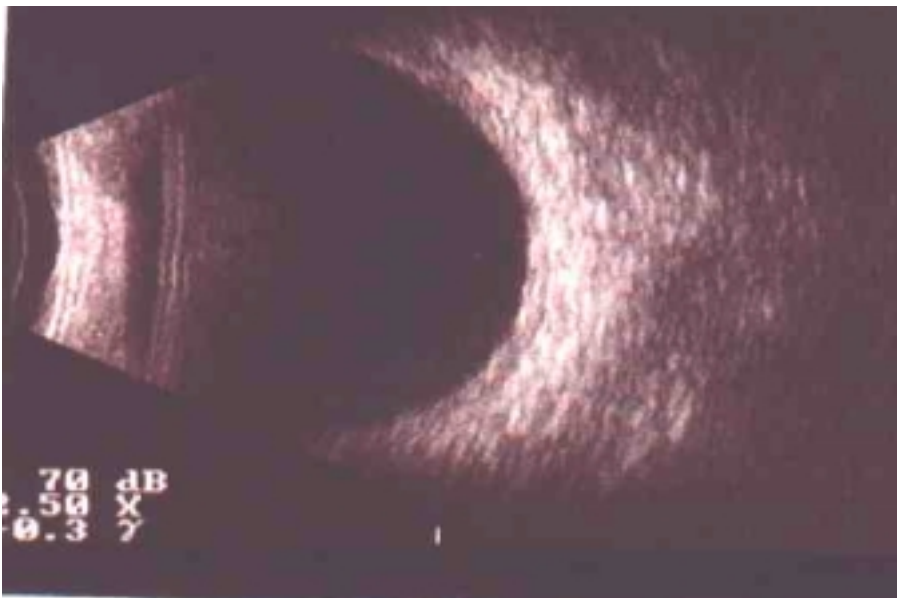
Ecografía B normal Fáquico
